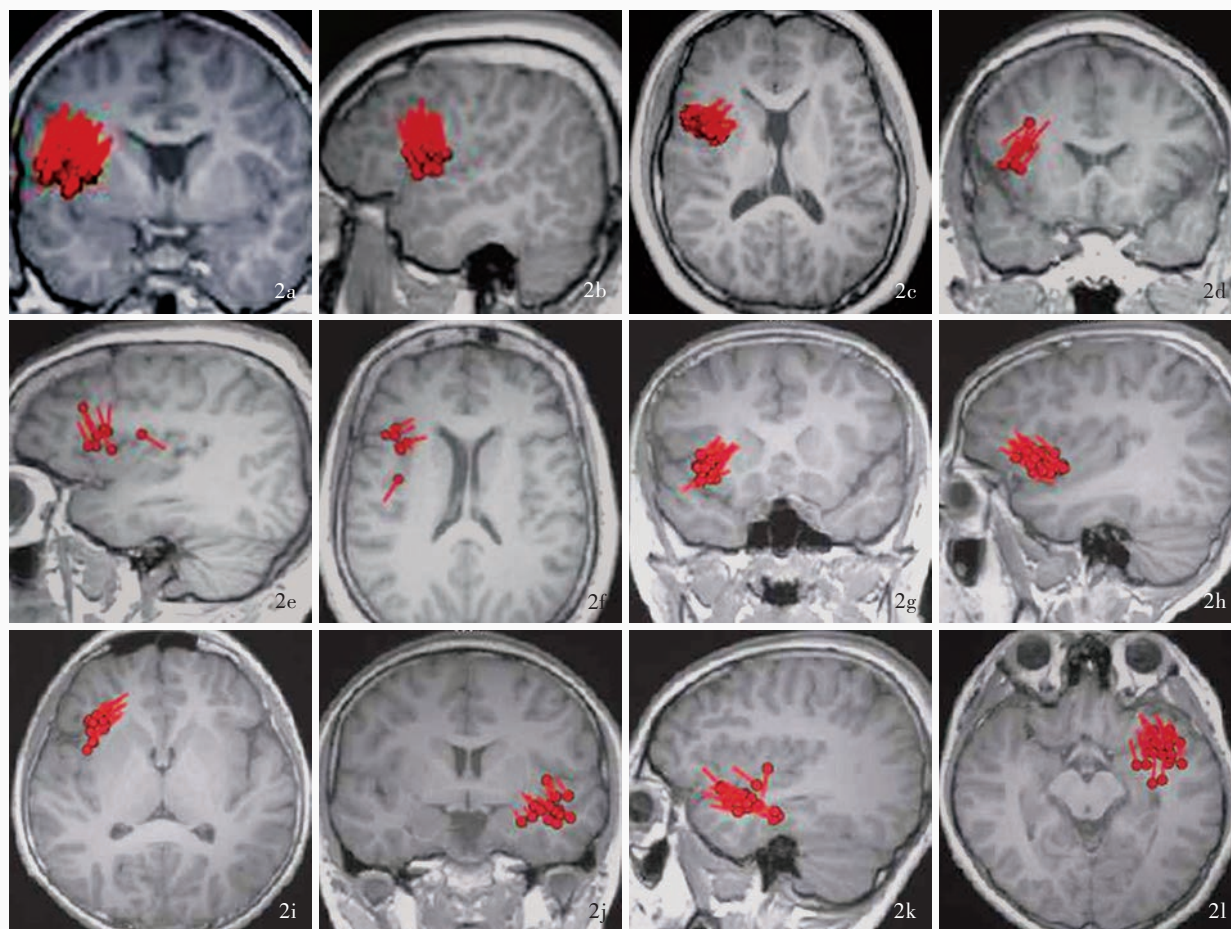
术前脑磁图检查所见 2a~2c 例 4 棘波偶极子定位于右侧岛叶上环岛沟转折处皮质(红色区域所示),与 MRI 所见病灶一致 2d~2f 例 5 棘波偶极子定位于岛叶前部(红色区域所示) 2g~2i 例 7 棘波偶极子定位于岛叶前部(红色区域所示) 2j~2l 例 1 棘波偶极子定位于颞叶上部和岛叶前部,以病灶下方明显(红色区域所示)
